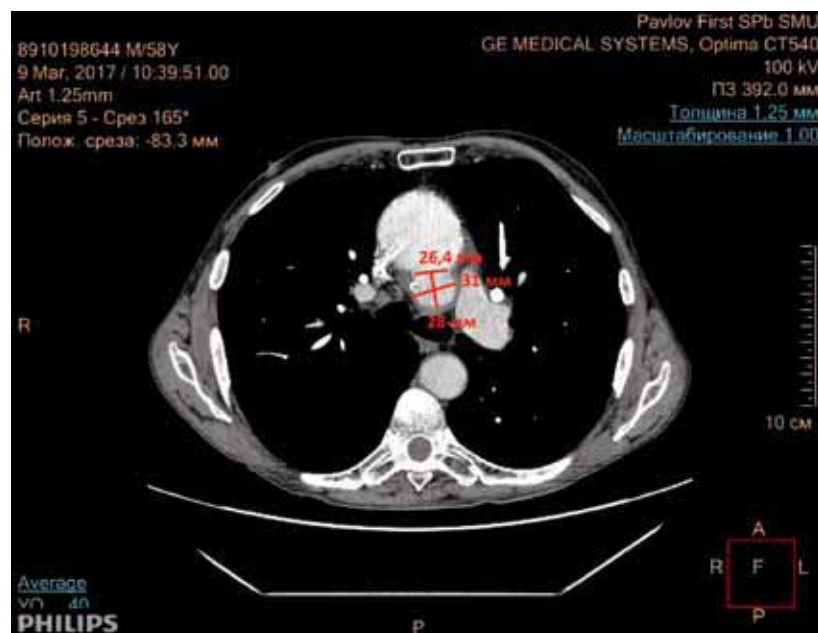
МСКТ органов грудной клетки (аксиальная проекция). Псевдоаневризма восходящей аорты (31×28 мм, диаметр шейки псевдоаневризмы — 26,4 мм)
